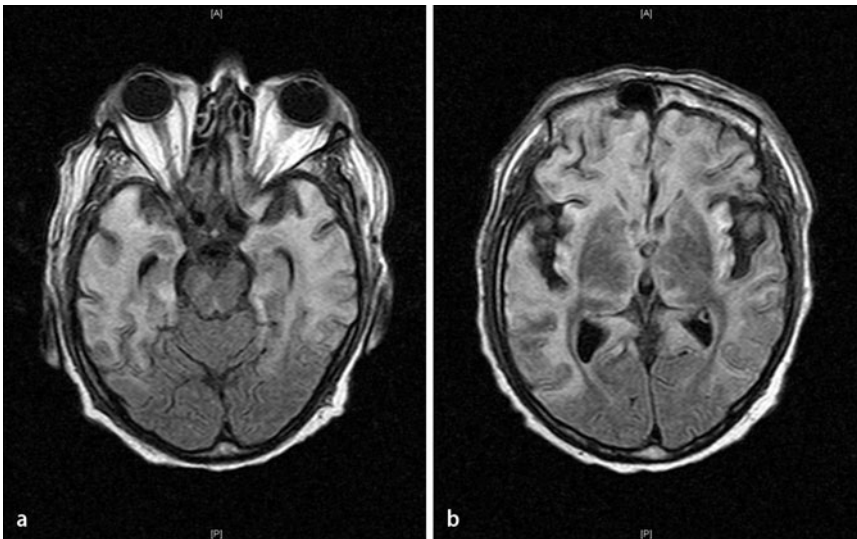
▲ a,b MRT Schädel nach 26-tägiger antiviraler Therapie: Mikrohämorrhagien mit Schrankenstörungen als Zeichen von Rindennekrosen (bifrontal, Inselregion, parietotemporal und temporal bds., im Gyrus cinguli, okzipital rechts sowie im Caput nuclei caudati), flächige Leukoenzephalopathie mit Marklagergliosen; intraparenchymatöse Einblutung (rechts paramedian, 1×1 cm)
